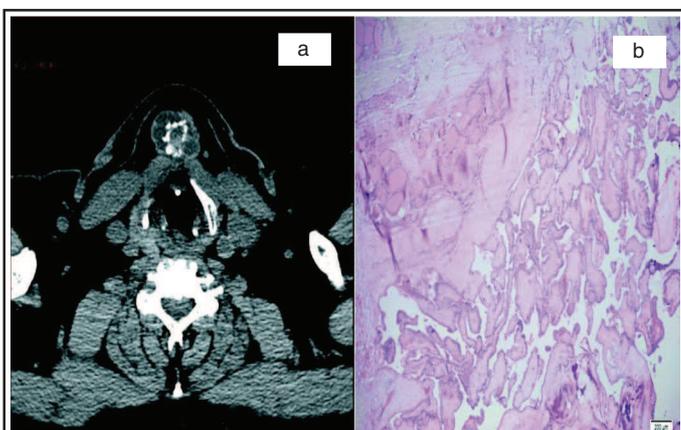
a : CT scan qui montre un KTT polylobé et calcifié.
